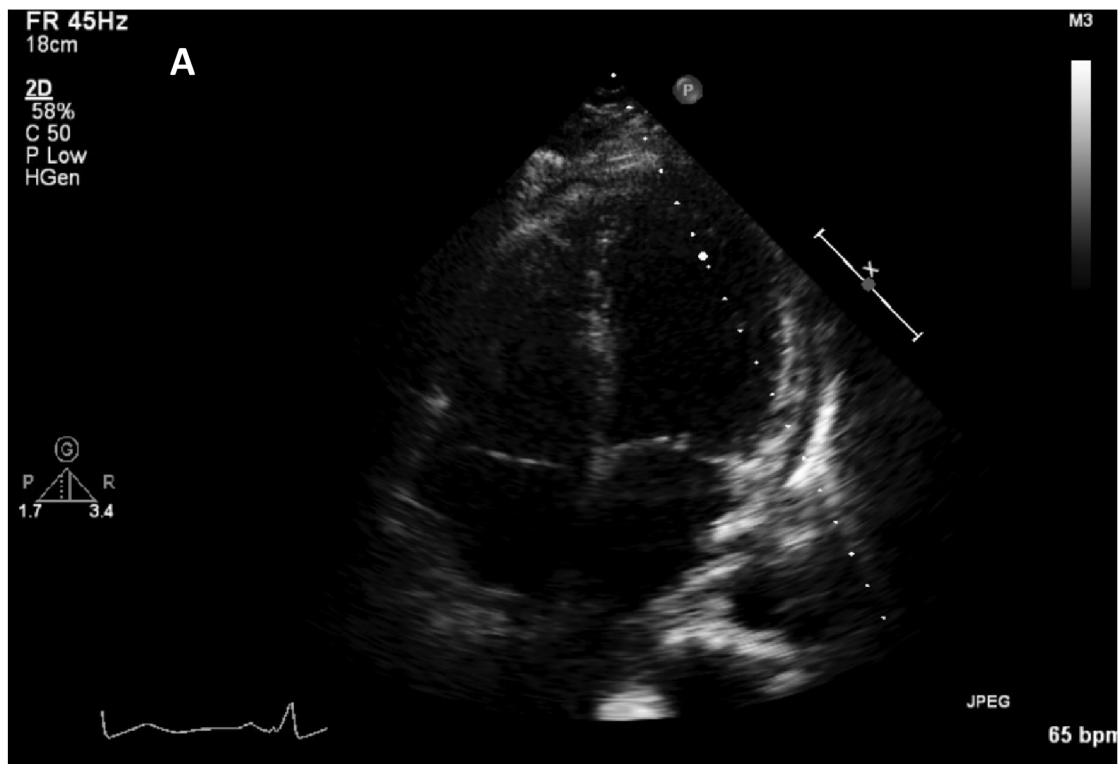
Echokardiografie s nálezem dilatace levé komory patrné z PLAX (A) a A4C (B) u pacientky s podezřením na akutní myokarditidu
